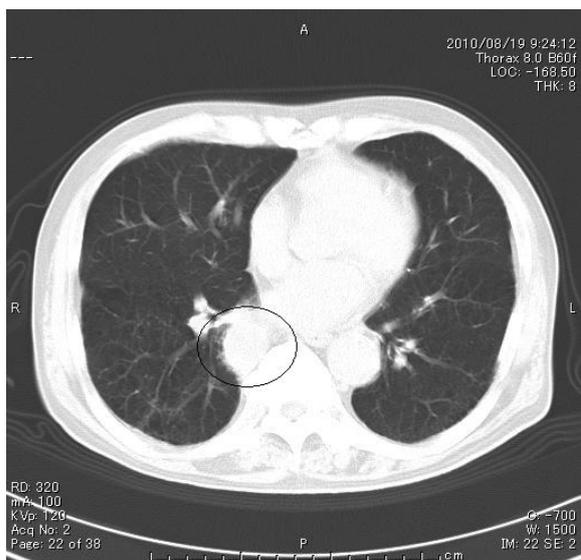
0 胸部 CT： 右 S⁶に 27mmの腫瘍影がみられる。
